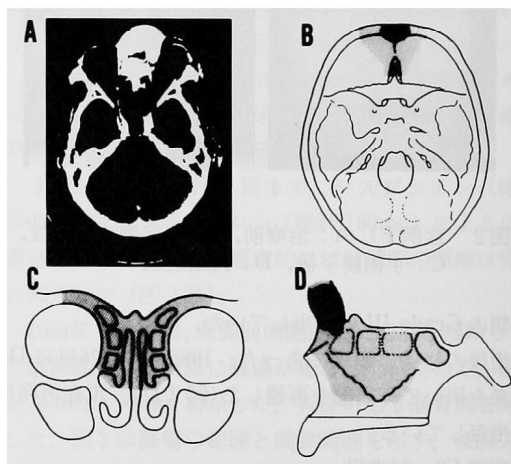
症例F2のCT像（A）、病巣（黒ぬり）と切除（灰色）の範囲（B、C、D）。
